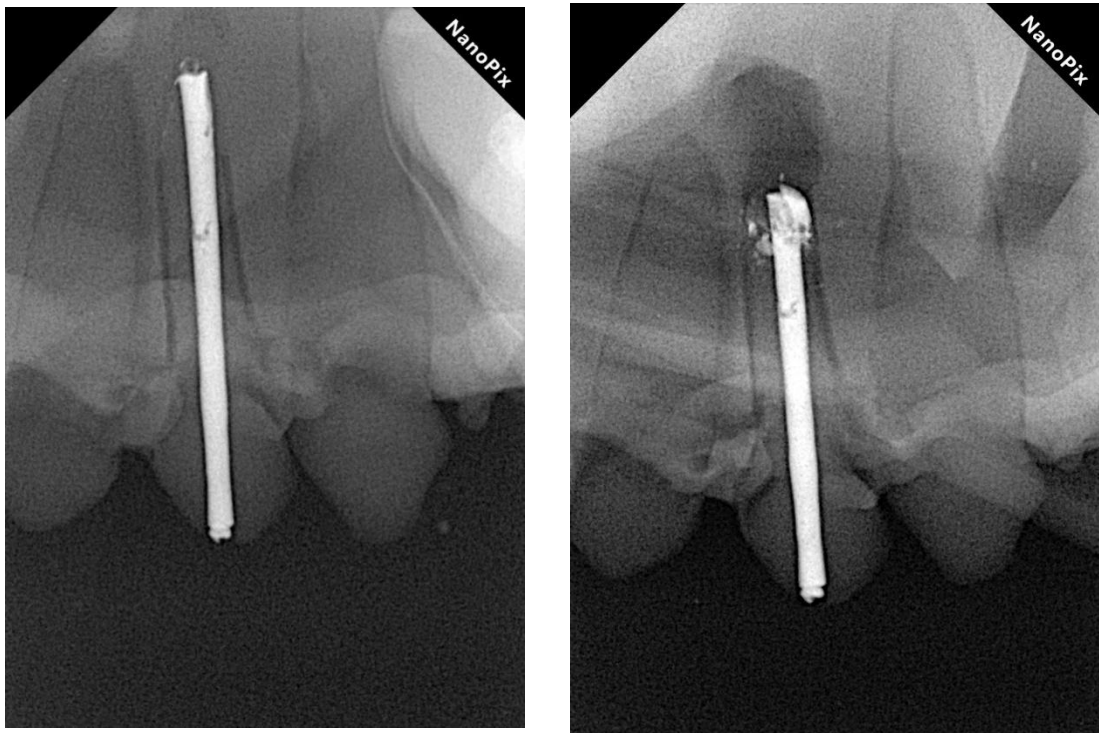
Radiografía inicial (izquierda) y final (derecha).
